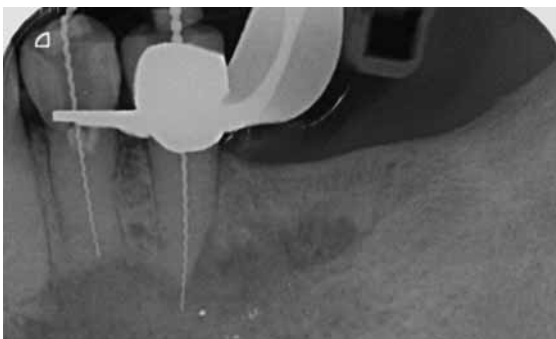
Röntgenmessaufnahme bei den Zähnen 34 und 35
